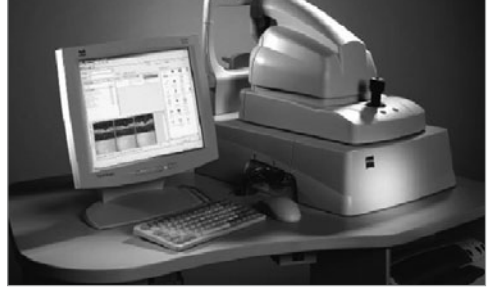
Instrumento de tomografía de coherencia óptica.
